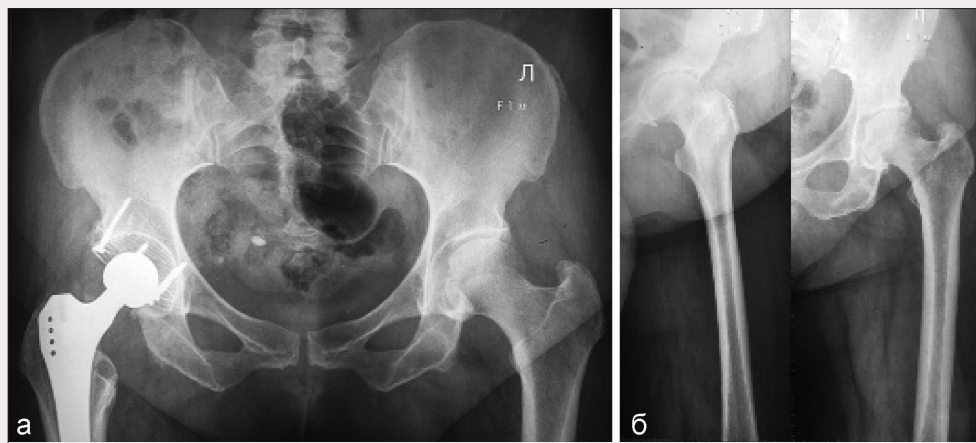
Рентгенограмма больной Ф., 56 лет
